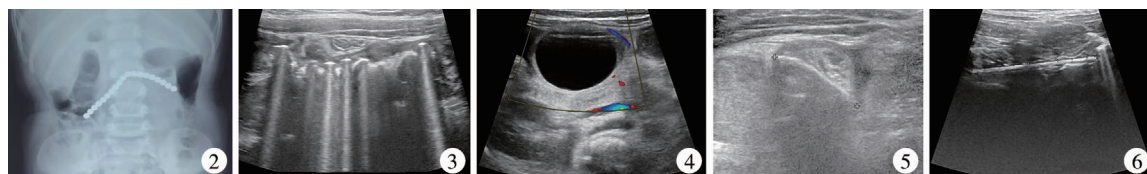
吞食多个磁力珠患者的腹部X线平片 图3 超声下多个金属异物(磁力珠)紧密吸附 图4 吸水膨大珠的超声图注 肠腔内一光滑、球形无回声异物,CDFI无血流信号 图5 超声下肠腔内可见一高回声异物影像(枣核) 图6 超声下可见一直杆状高回声异物影像(棒棒糖棒)
